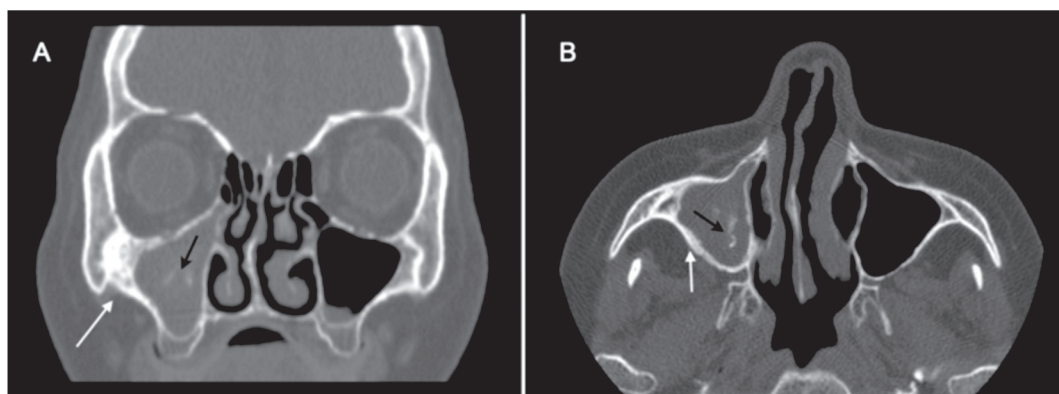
Tomografía computarizada de cavidades paranasales (A) Corte coronal; (B) Corte axial. Se observa opacidad de seno maxilar derecho con imagen de calcificaciones en su interior (flecha negra). Observe además la esclerosis de las paredes del seno maxilar (flecha blanca).
